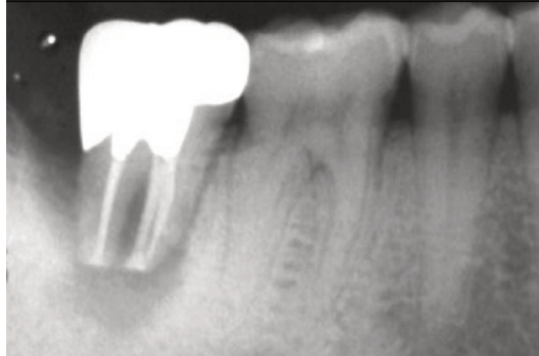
radiographie post-opératoire de la dent réimplantée [19]
